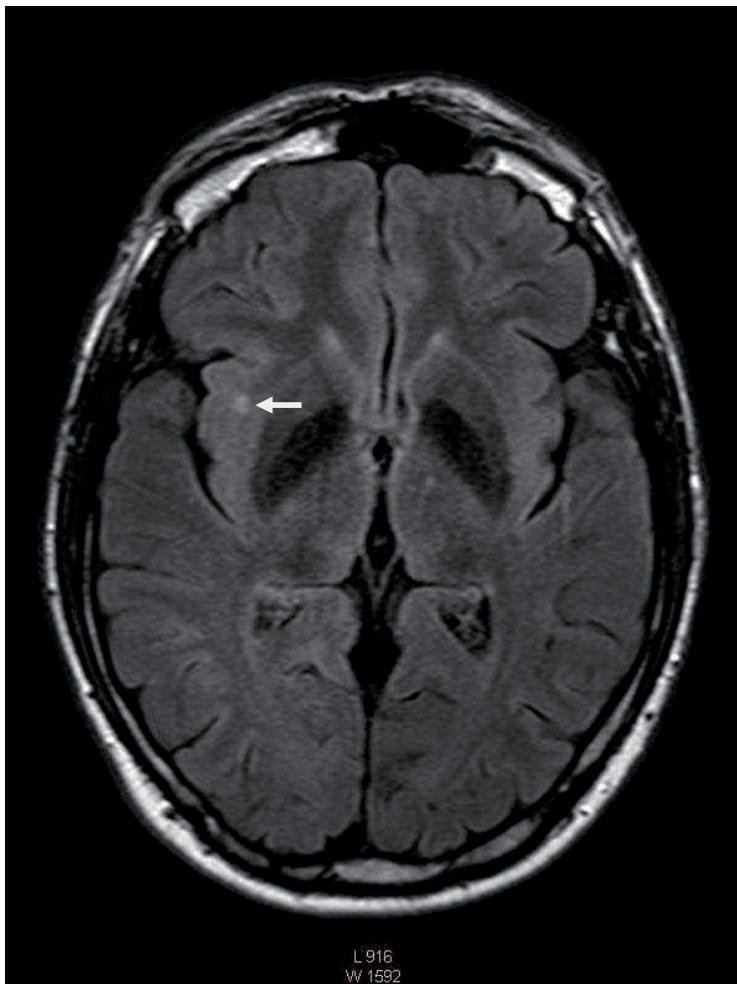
В режиме FLAIR, в аксиальной проекции, единичный, гиперинтенсивный, мелкокалиберный очаг в субкортикальных отделах белого вещества, в проекции островка, без перифокальных изменений, размером до 4 мм.
